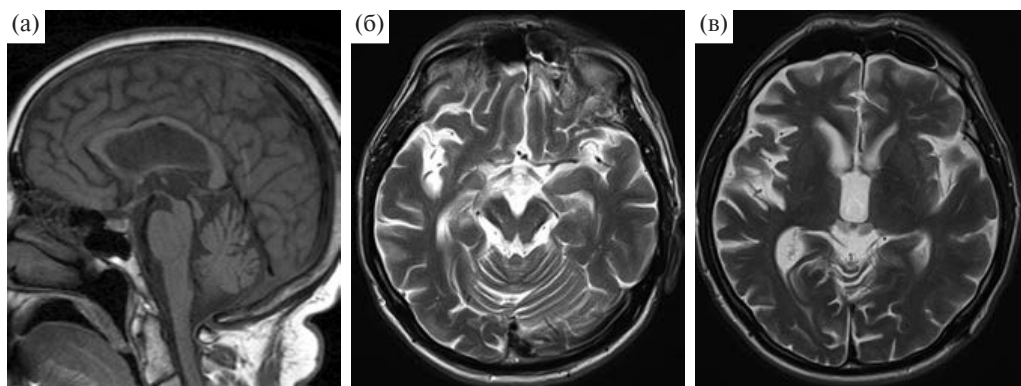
МРТ головного мозга при ПНП. а — атрофия среднего мозга — силуэт «колибри» или «пингвина». б — расширение межножковой и четверохолмной цистерн. в — выраженное расширение III желудочка.
